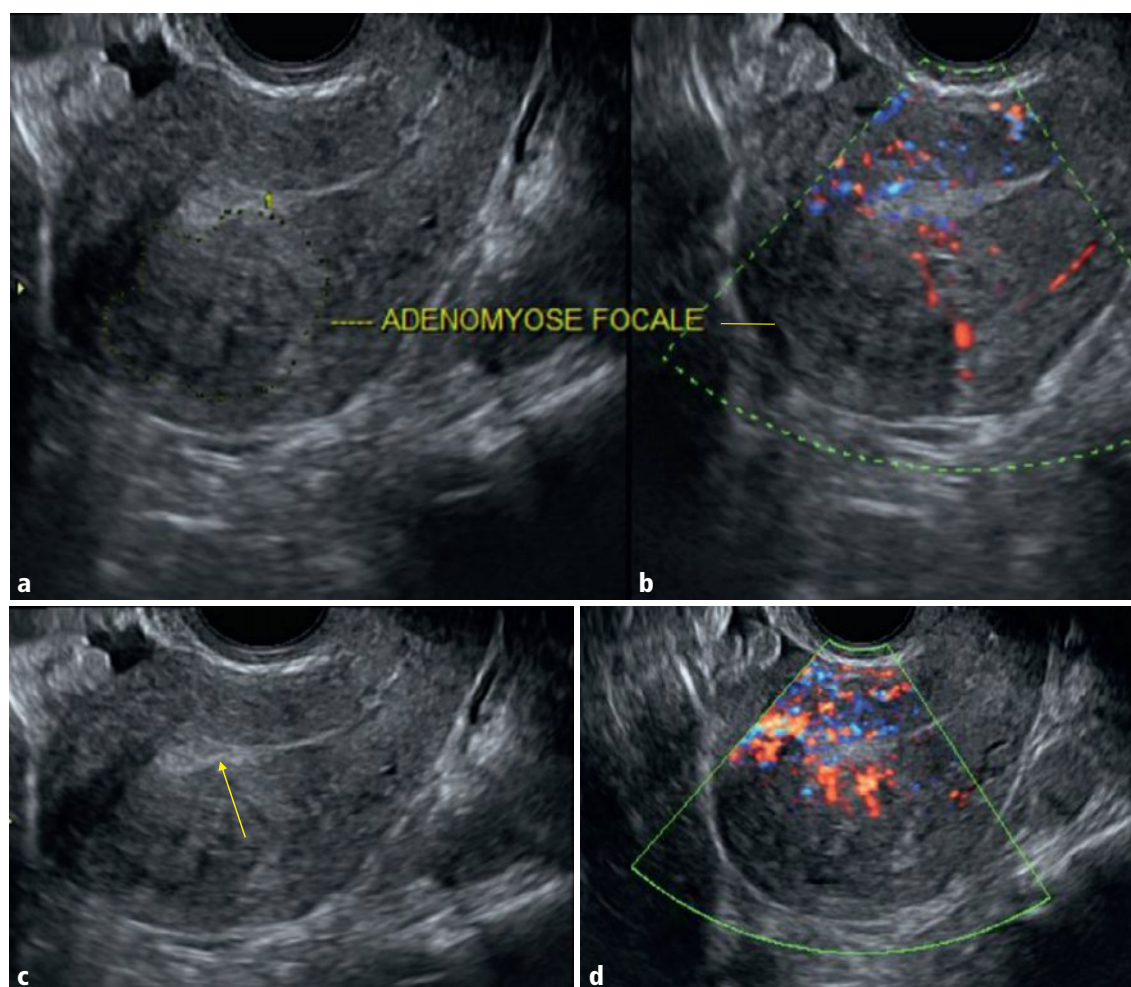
a–d Plage myométriale fundique postérieure hétérogène ellipsoïde (a), avec effet de masse sur l'endomètre (flèche en c), et traversée par les vaisseaux en mode Doppler énergie (b, d) : plage d'adénomyose focale.
